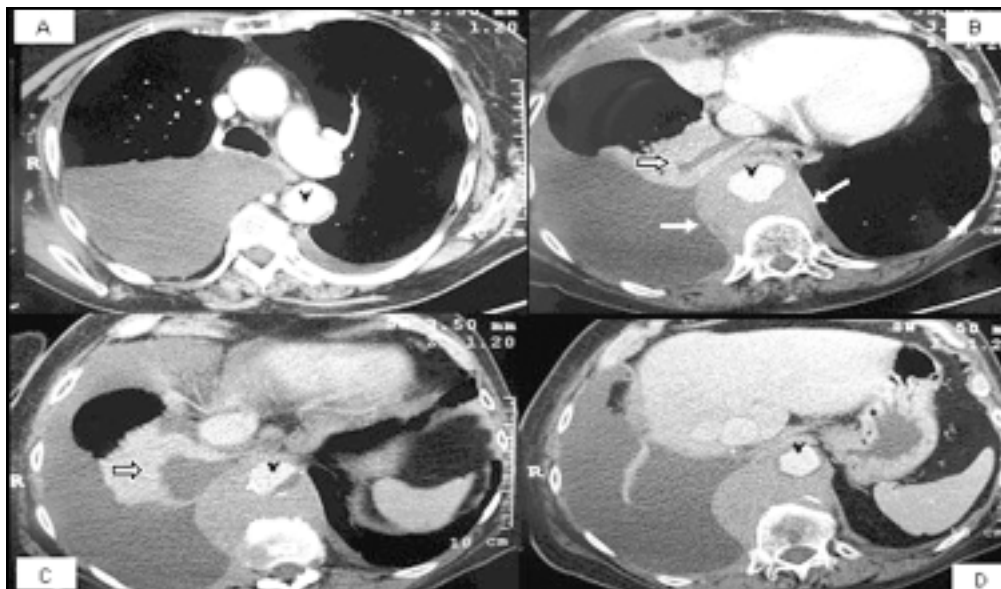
TAC con contraste: Cortes en tórax inferior en A-B y abdomen superior en C-D. Obsérvese en tiempo arterial, aorta torácica descendente opacificada (cabeza de flecha) rodeada en forma circular por un tejido con densidad de partes blandas que realza con el contraste (flecha blanca) con 97 U.H. promedio, que desplaza la aorta hacia delante con ubicación prevertebral. Además se observa derrame pleural derecho con colapso pasivo (flecha hueca).
